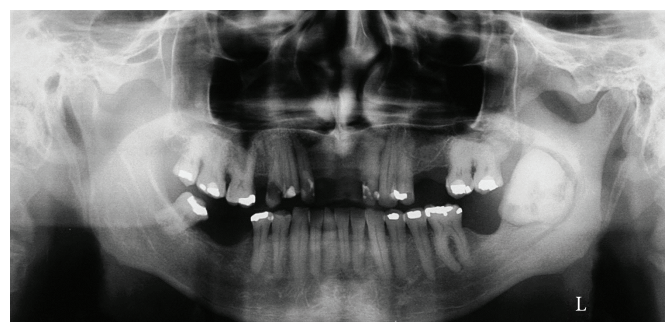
Radiografia panorâmica apresentando imagem radiopaca circunscrita por halo radiolúcido em ramo mandibular à esquerda.
